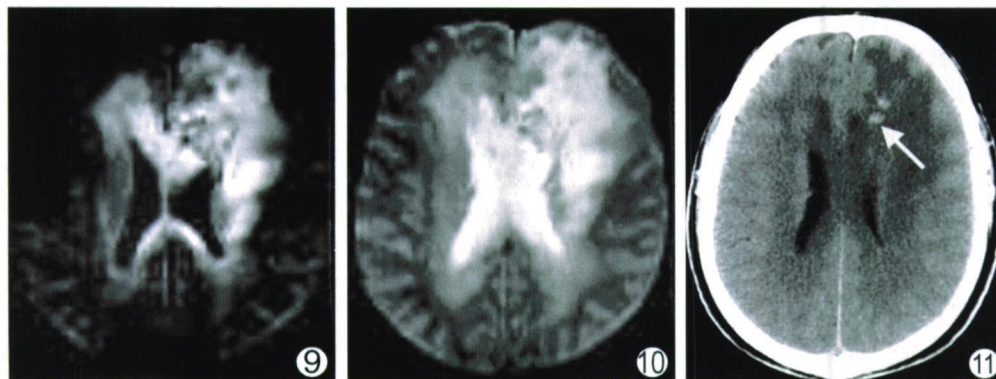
10 DWI 图显示与 T2WI 相同范围的弥漫性高信号区
